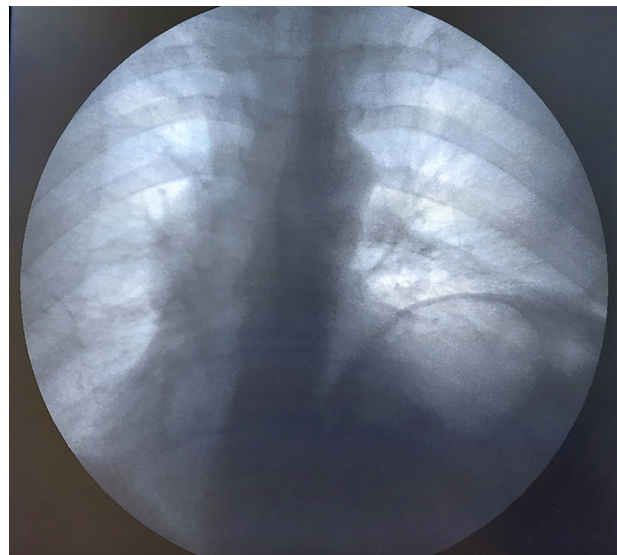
Рентгенограмма органов грудной полости до операции
